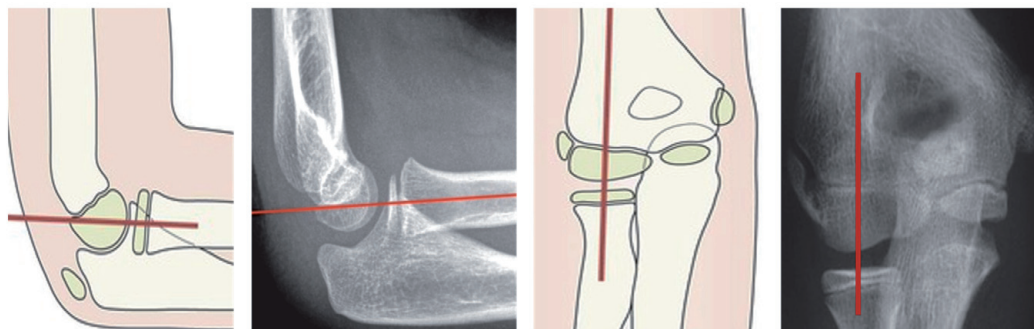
Лінія, яка в прямій та боковій рентгенологічній проєкції співпадає з віссю променевої кістки та проходить через середину голівки плечової кістки
